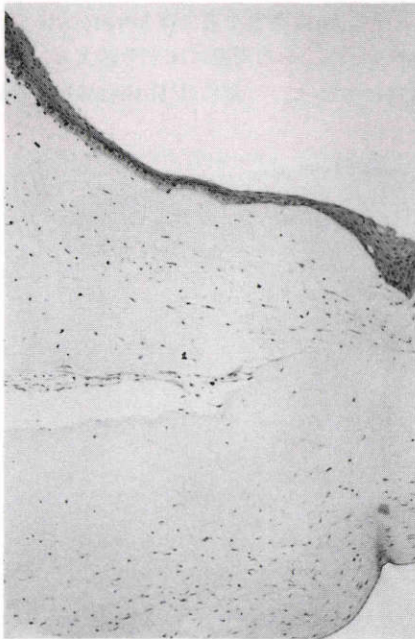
術後16日目 (接合部), H-E染色 (^3H -thymidine autoradiography), $\times 50$
